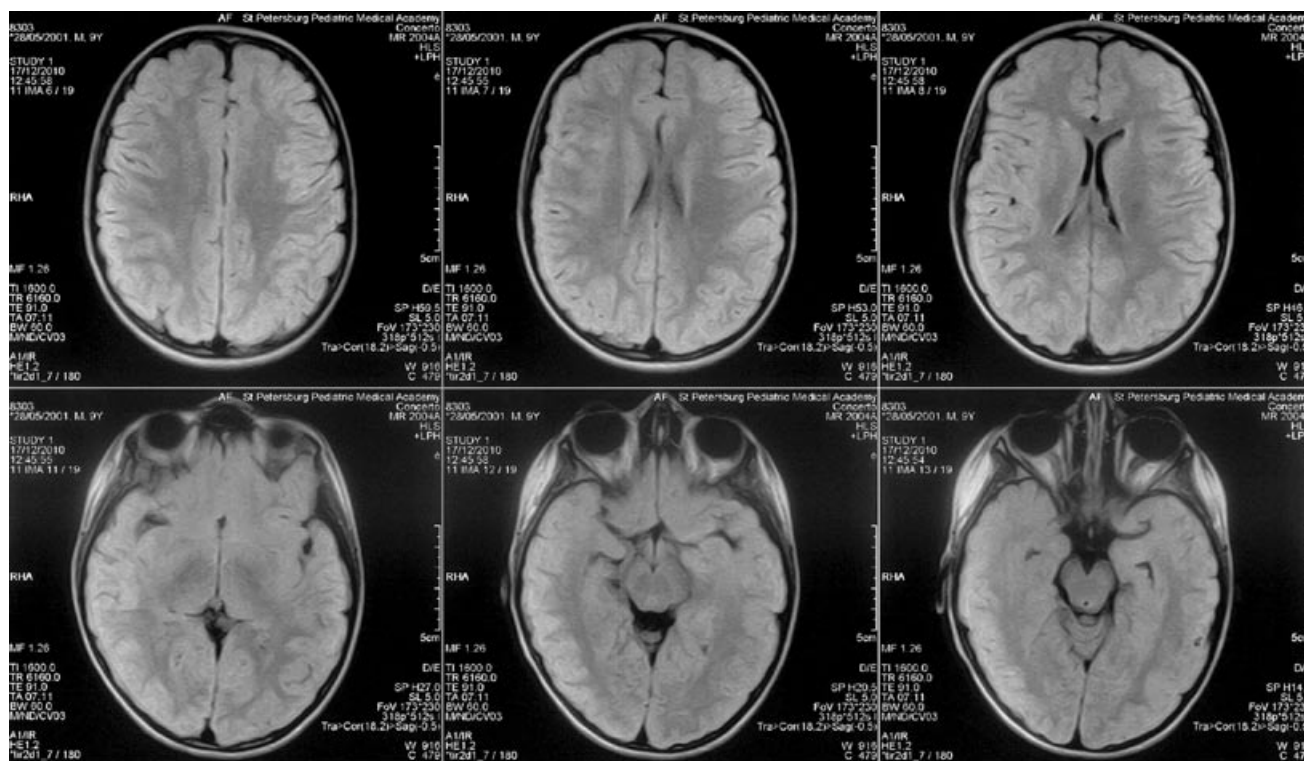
Перивентрикулярные изменения белого вещества при МРТ в острый период.
